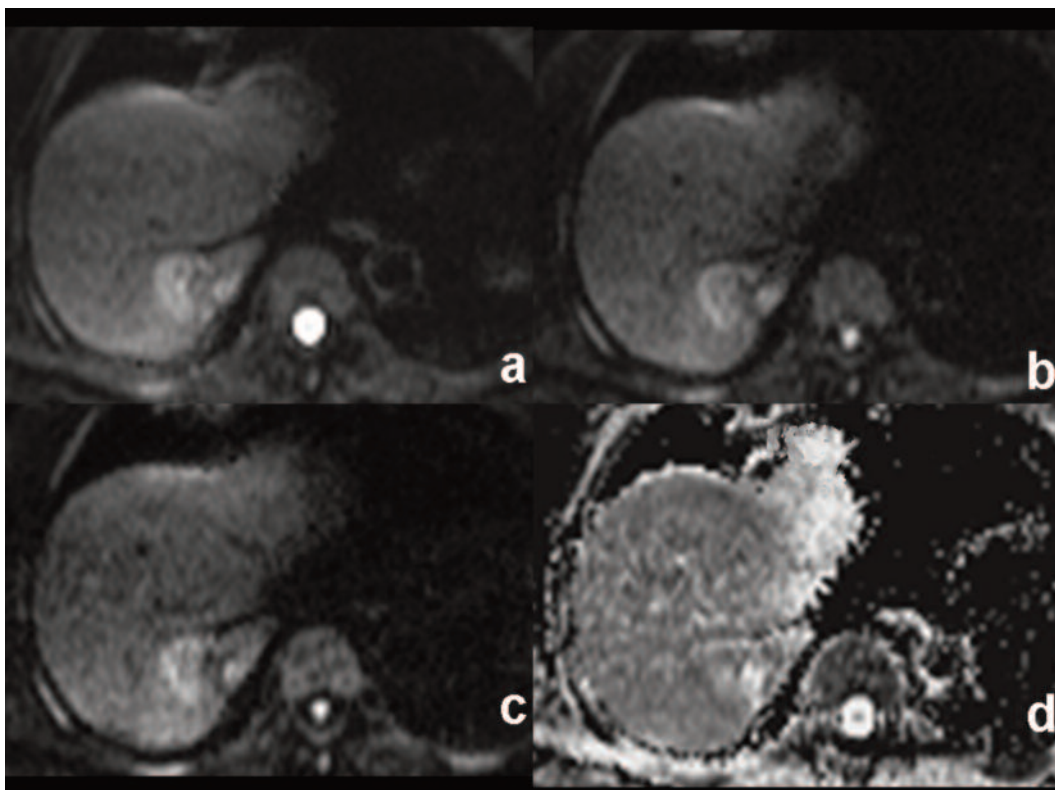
a, b, c, d Sequenza DWI assiale a *b-value* 50 (a), 400 (b) e 800 (c) e relativa mappa di ADC (d). La sequenza in diffusione conferma l'incremento di volume della lesione precedentemente trattata dove persiste invariata la porzione interna di basso segnale ed elevata diffusività (necrosi inattiva post-trattamento) mentre è aumentata la componente iperintensa supero-esterna con valori di ADC ridotti ed indicativi di elevata cellularità (valore medio di ADC $1,1 \pm 0,15$).
